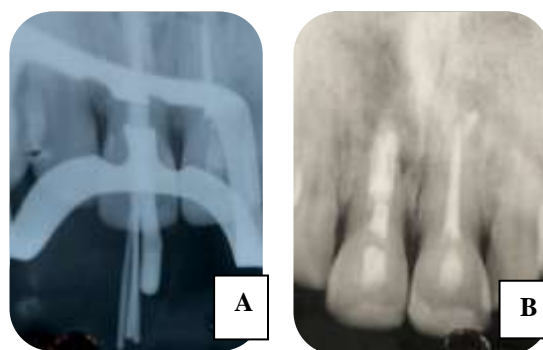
Radiografia após aplicação do MTA, onde observa-se formação de uma barreira apical.
